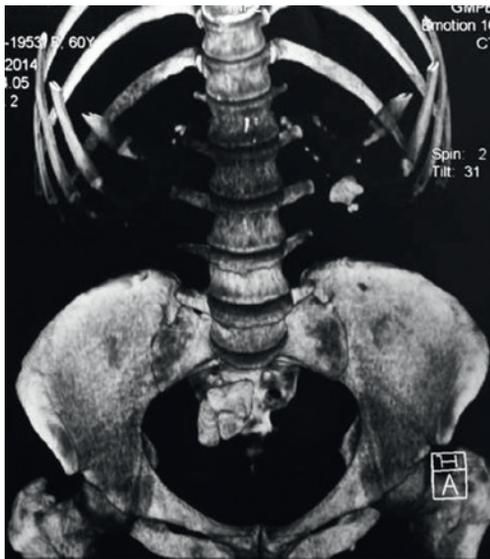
Компьютерная томограмма больной после гетеротопической цистопластики. Визуализируются крупные камни резервуара и лоханки левой почки
